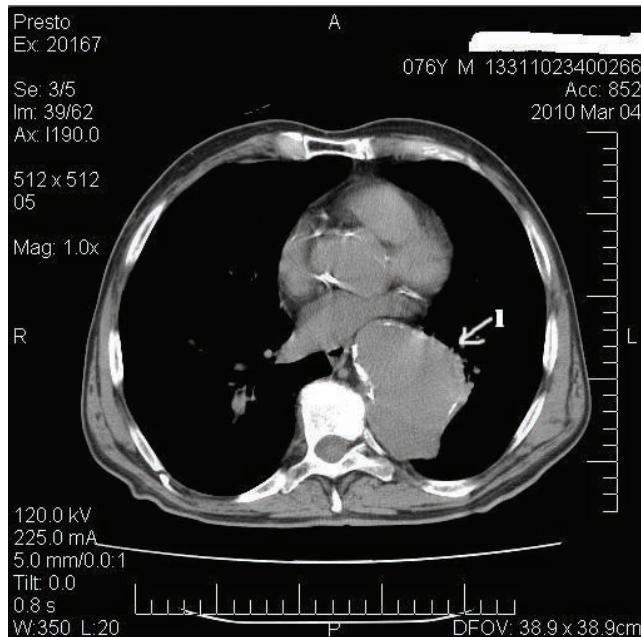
CT toracic nativ ce pune în evidență dilatarea aortei descendente (1). La examinarea cu substanța de contrast se evidențiază aspect de tromb parietal important (3) și lumenul circulat (2).
